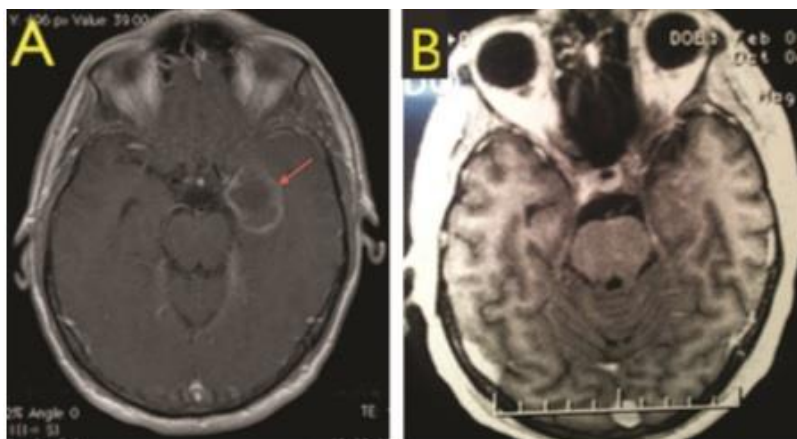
A: Resonancia magnética preoperatoria. Secuencia T1 con gadolinio axial evidencia lesión expansiva temporomesial izquierda con realce en anillo con el contraste (flecha roja). B: IRM posoperatoria. Secuencia T1 con gadolinio axial no evidencia lesión.<sup>(16)</sup>
